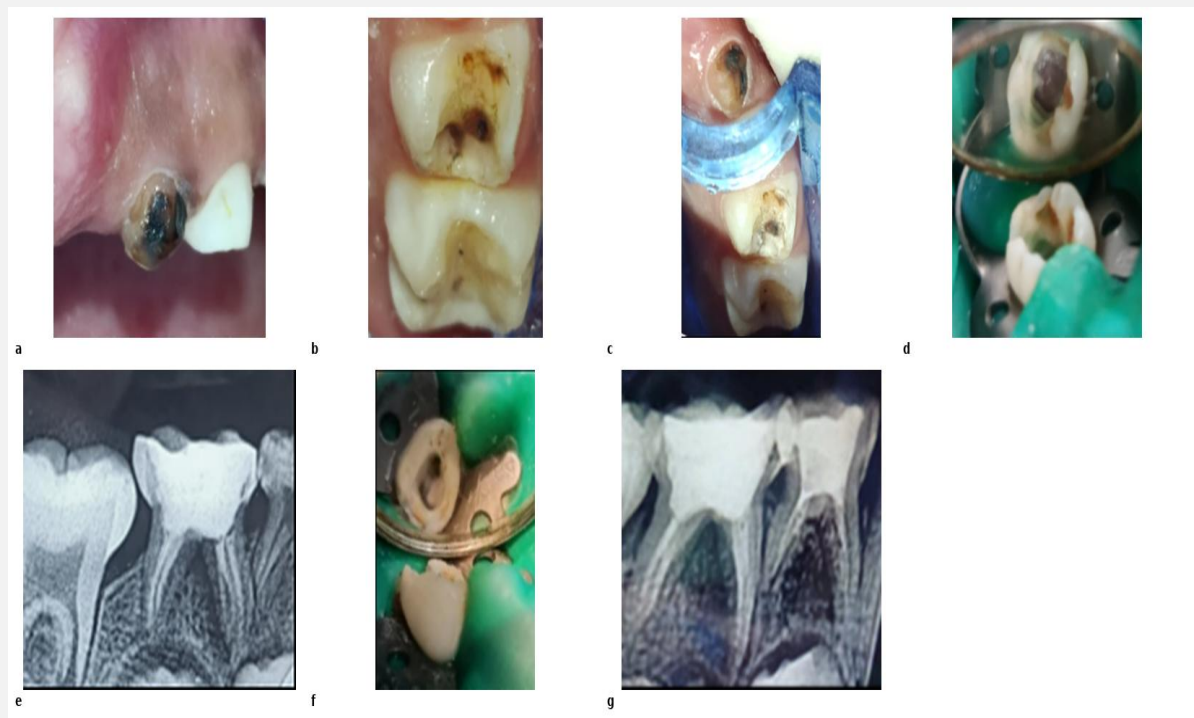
Aplicación de diamino fluoruro de plata al 38 por ciento y tratamiento endodóntico: a) Unidad 6.2 tras la aplicación, b) Unidad 6.4 tras la aplicación, c) Unidad 6.5 tras la aplicación, d) Acceso endodóntico en la unidad 8.5, e) Radiografía periapical post-obturación de la unidad 8.5, f) Acceso endodóntico en la unidad 8.4, y g) Radiografía periapical post-obturación de las unidades 8.4 y 8.5
